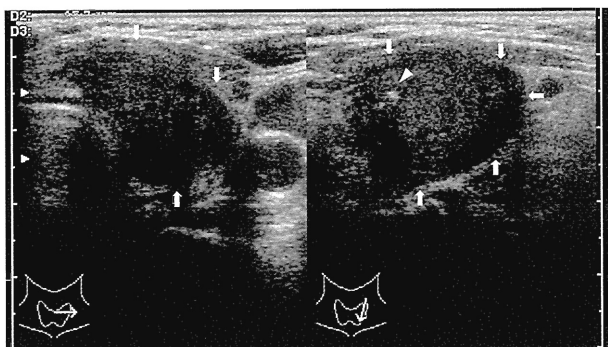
Ultrasonographic findings
